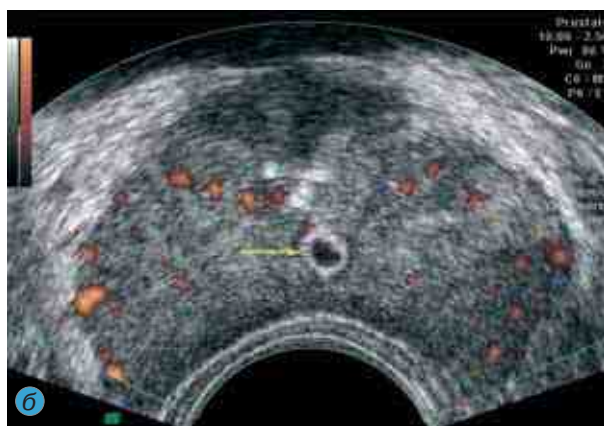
ТРУЗИ при кисте простаты с кальцинированной стенкой: а — сканограмма (стрелка); б — энергетическая доплерограмма
